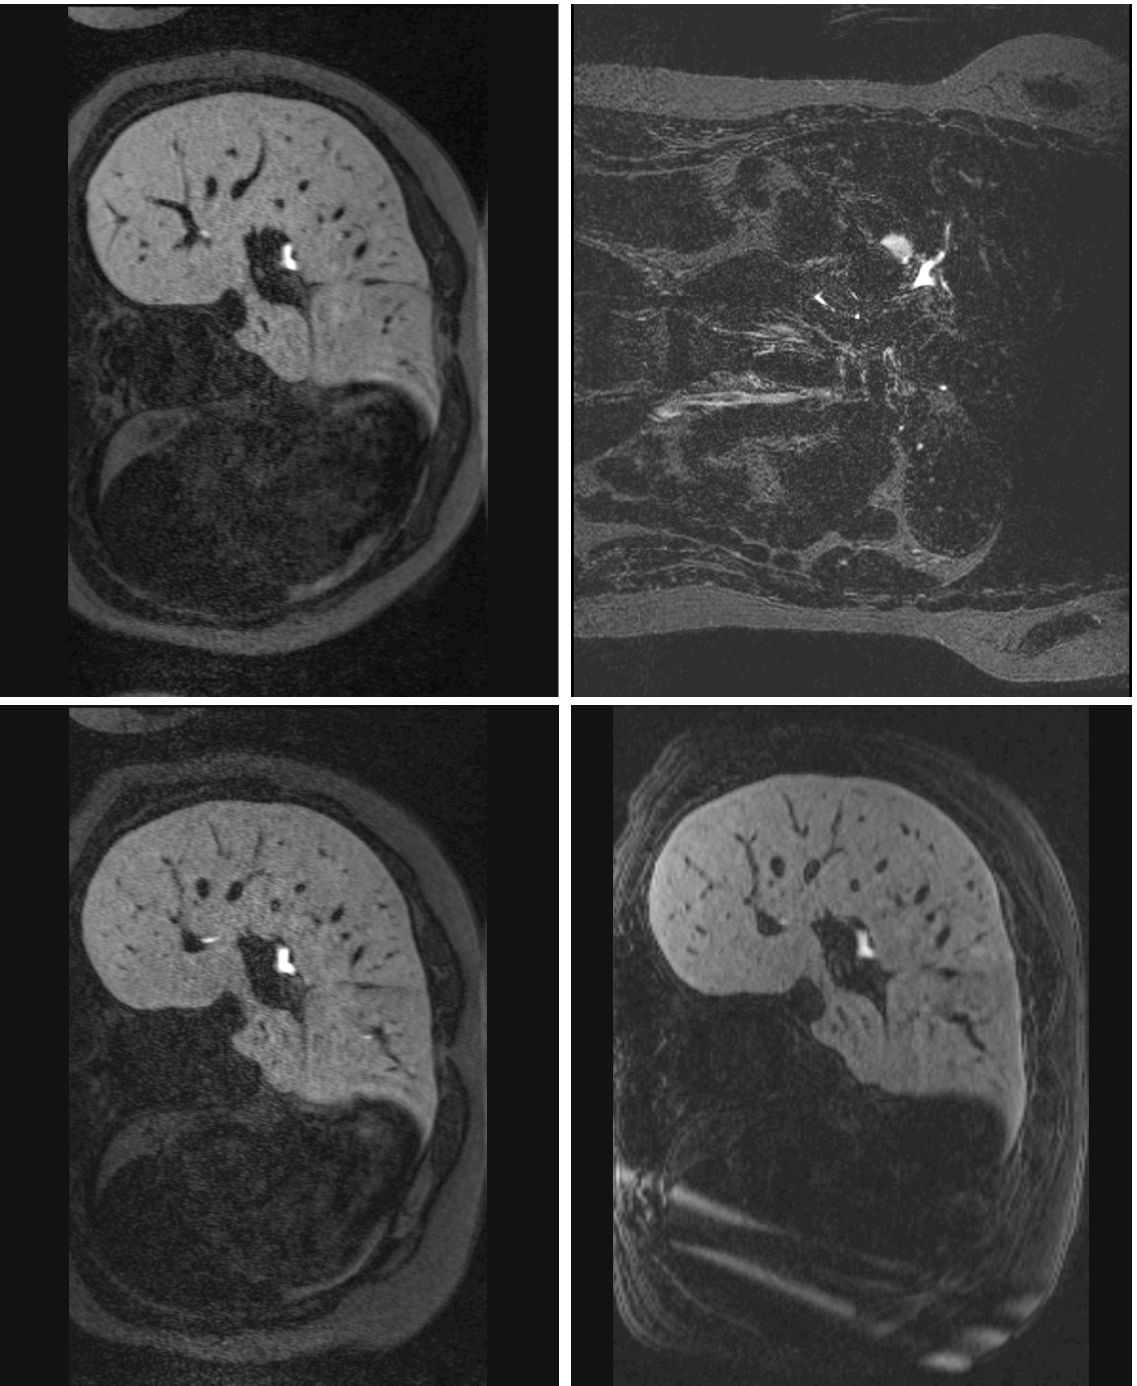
Vergleich der MRT-Sequenzen (von links oben nach rechts unten: MRCP, ceMRC, FL3D_25, FL3D_70) bezüglich der Bildqualität (Artefakte und Rauschen)
